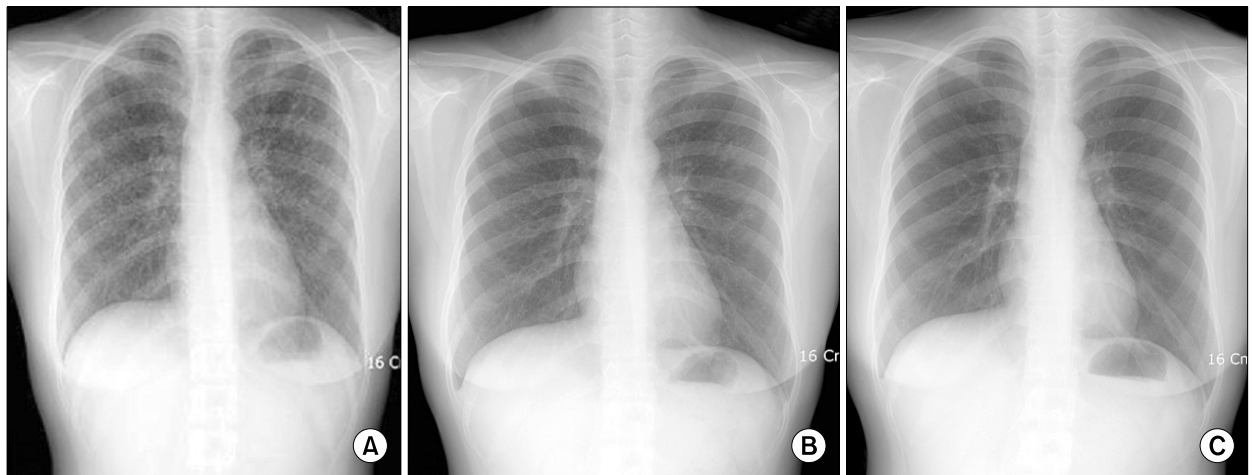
(A) Chest X-ray on admission day before antituberculous chemotherapy. Diffuse fine nodules of both lungs were found. (B) Disseminated fine nodules on whole lung fields improved after antituberculous chemotherapy for 1 month. (C) Chest X-ray 2 months after antituberculous chemotherapy. Previous detected fine nodules had completely resolved.
